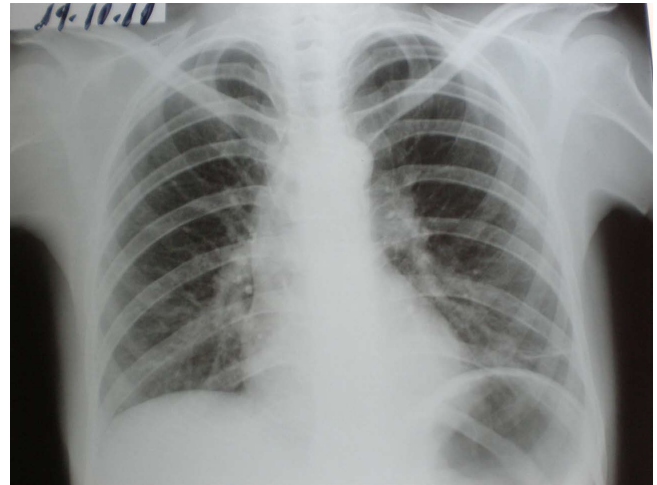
Radiografía de tórax: muestra atelectasia basal junto a elevación del hemidiafragma izquierdo.
